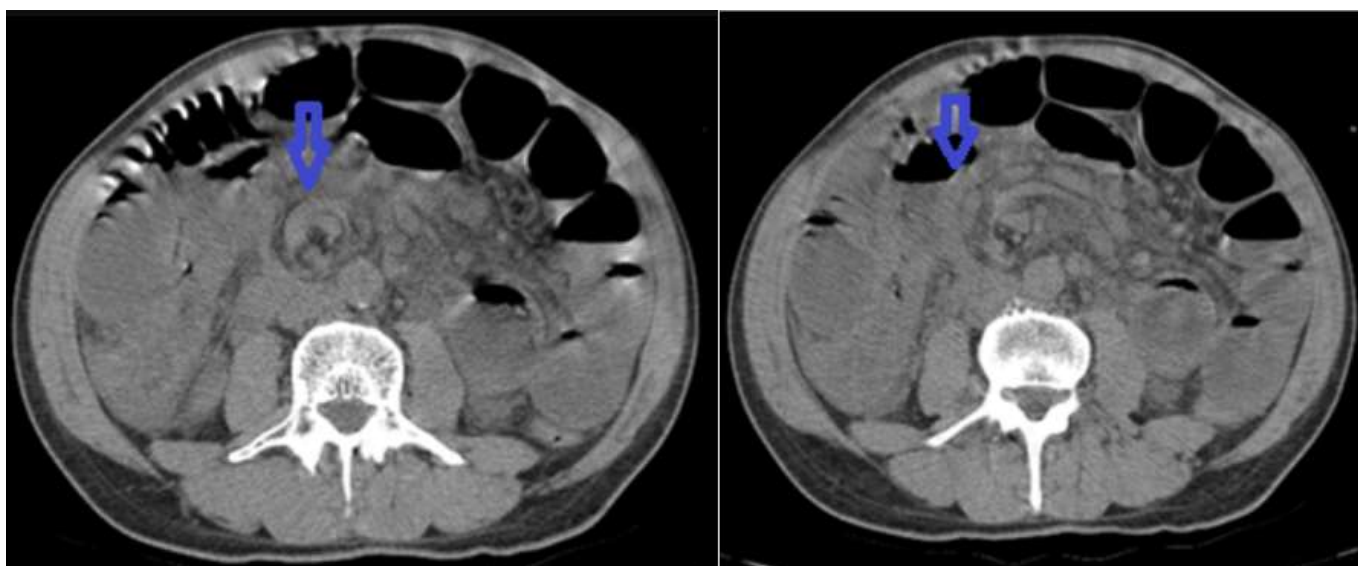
TDM coupe axiale montrant l'image en tourbillon
